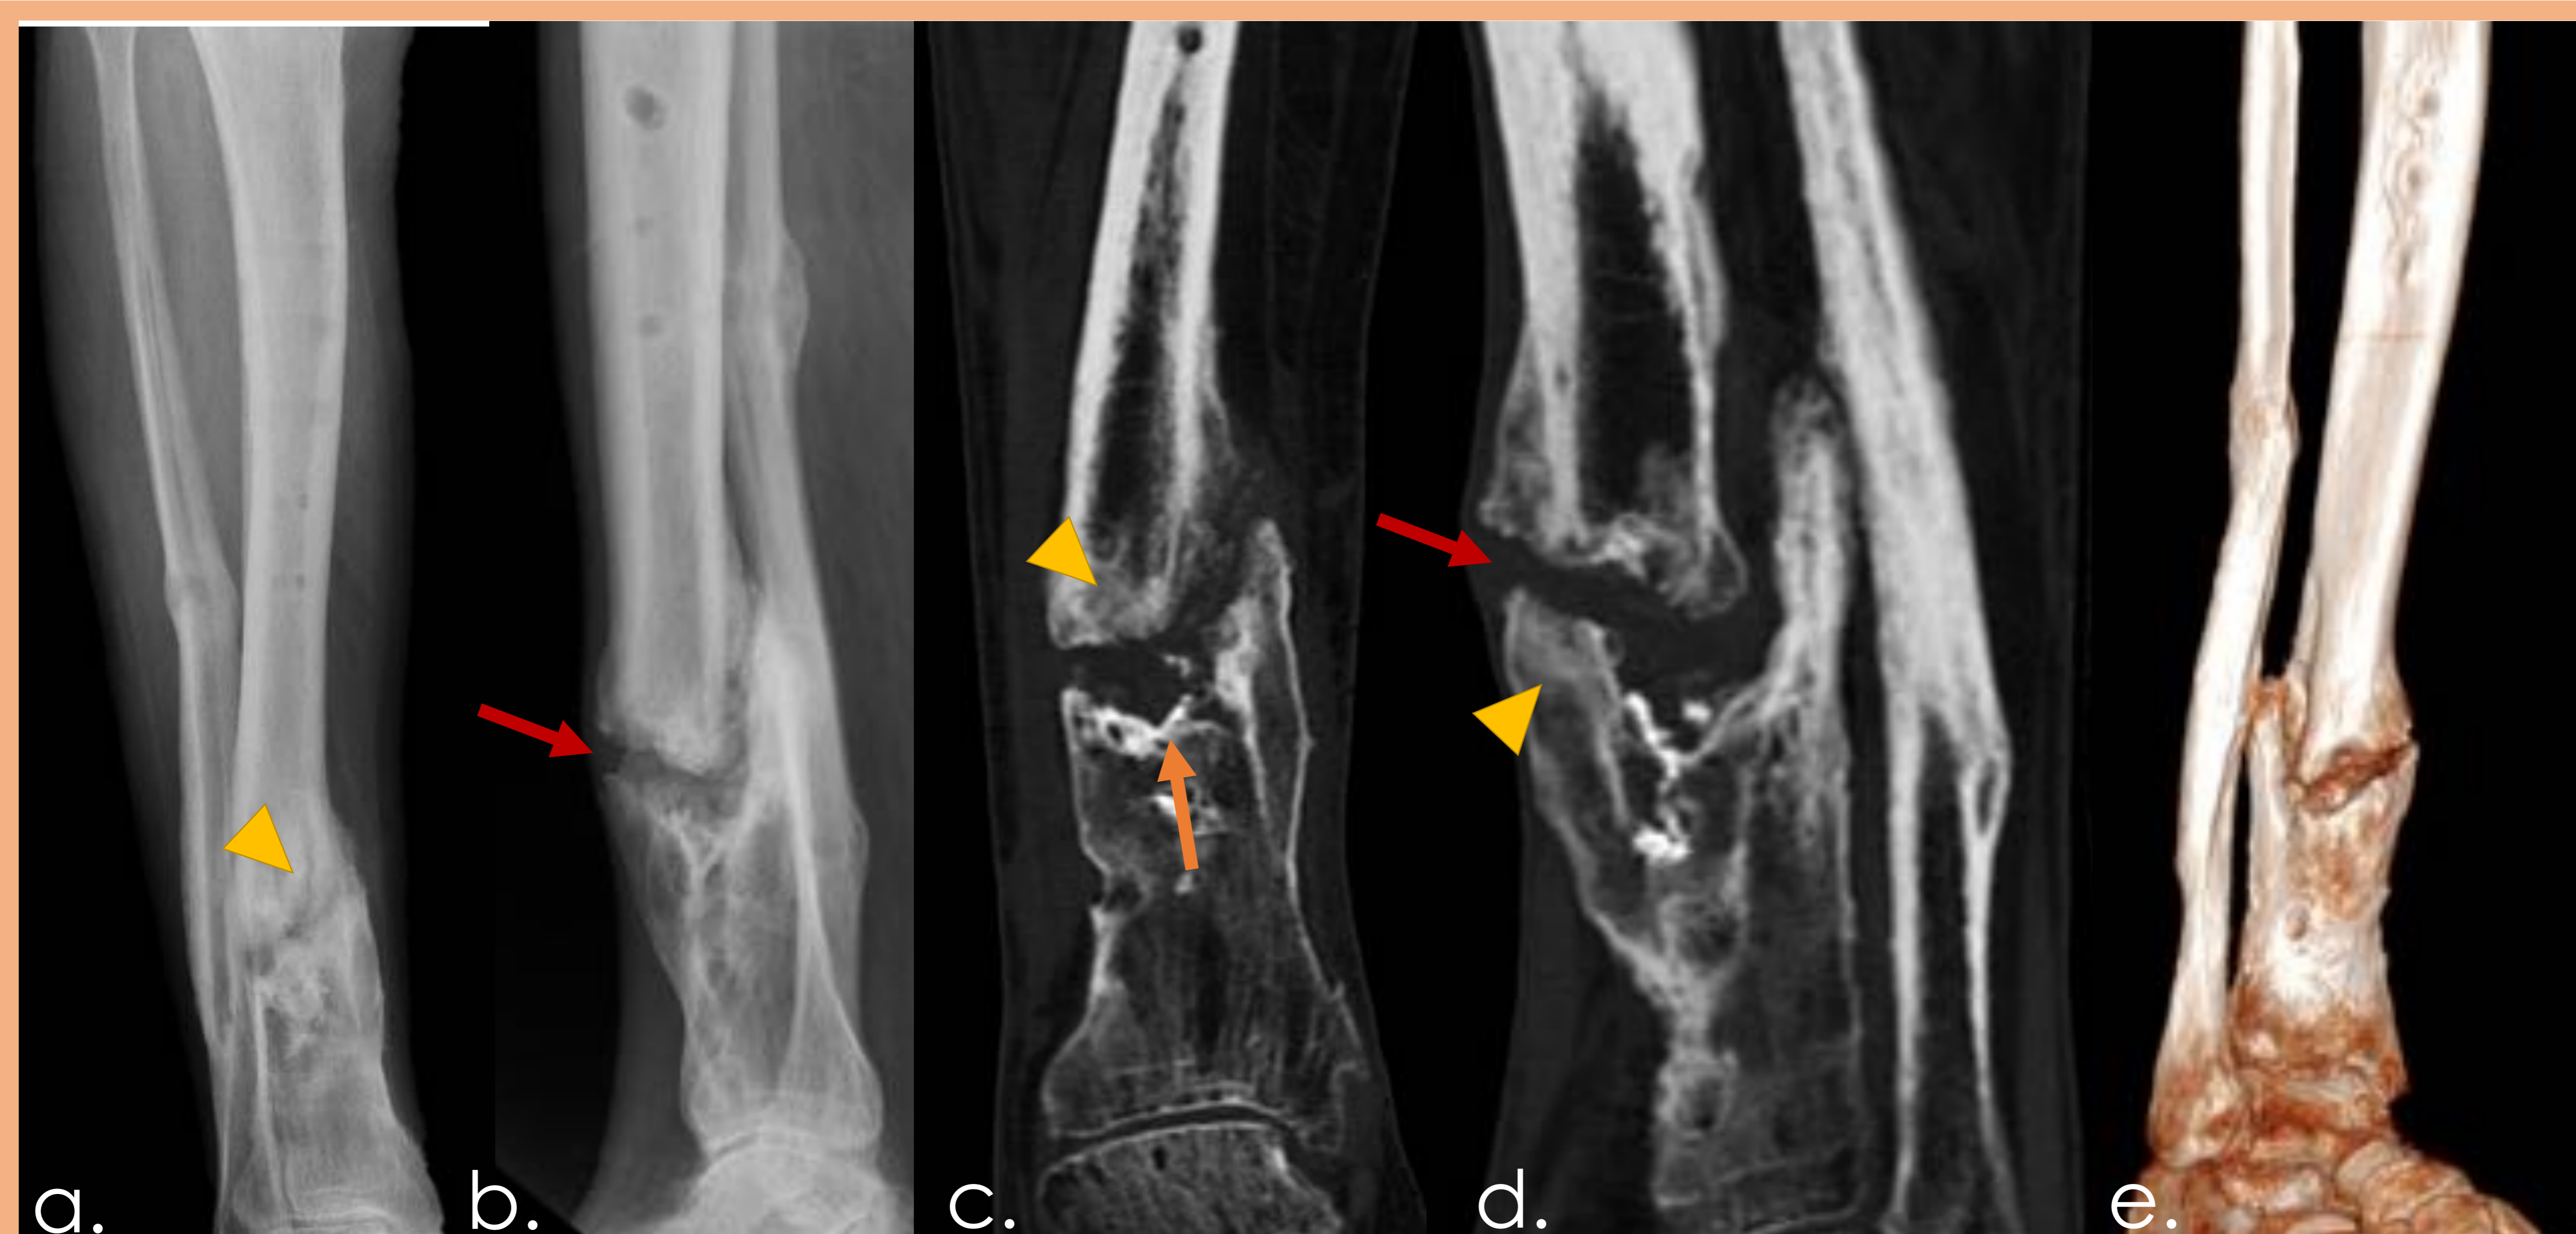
Pseudoartrosis hipertrófica "pata de elefante". Paciente de 62 años con fractura de diáfisis distal de la tibia derecha tras 2 años de tratamiento con persistencia clínica de dolor. a y b, Radiografía AP y lateral con deformidad ósea, hipertrofia de los márgenes y línea de fractura visible, adicionalmente se observa consolidación completa de fractura diafisaria de peroné. c y d, TC con reconstrucción multiplanar en ejes coronal y sagital con separación de los fragmentos óseos (flecha roja), cierre del canal medular (flecha naranja) e importante engrosamiento de los márgenes por calcificación del tejido fibroso cicatricial (cabeza de flecha amarilla). e, reconstrucción 3D.
